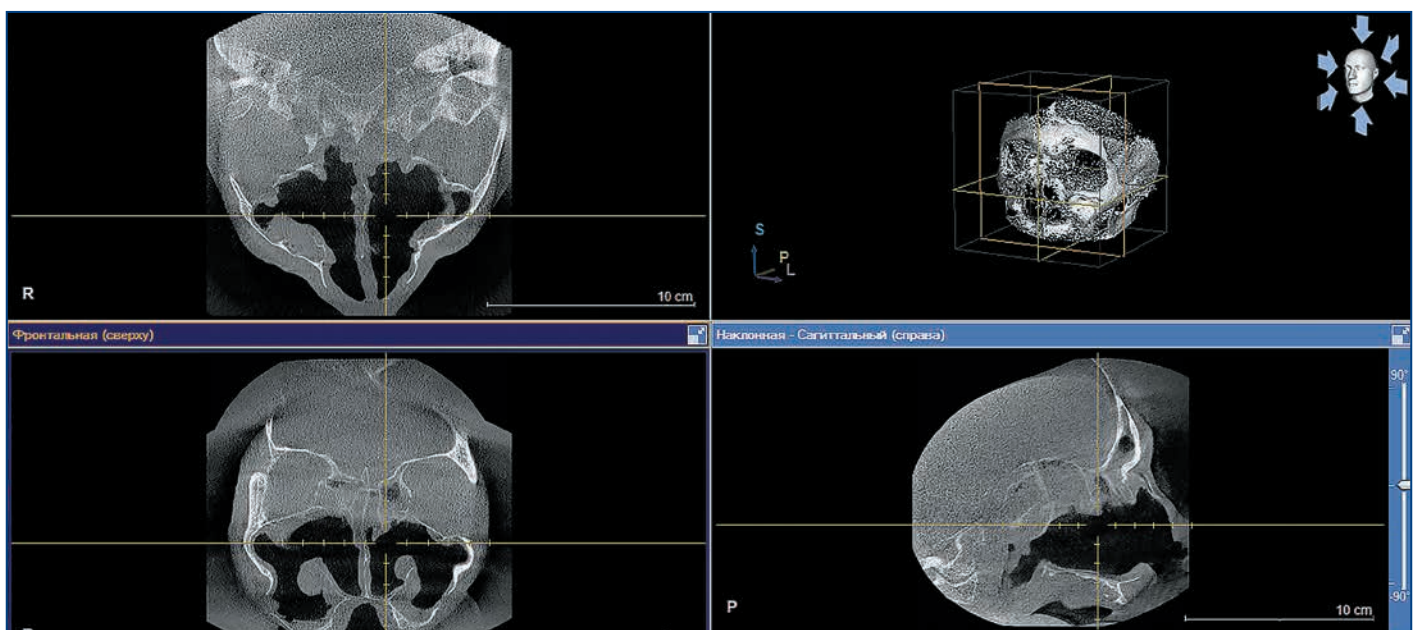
Компьютерная томография околоносовых пазух через 5 дней после хирургического лечения: восстановление пневматизации полости носа и околоносовых пазух
